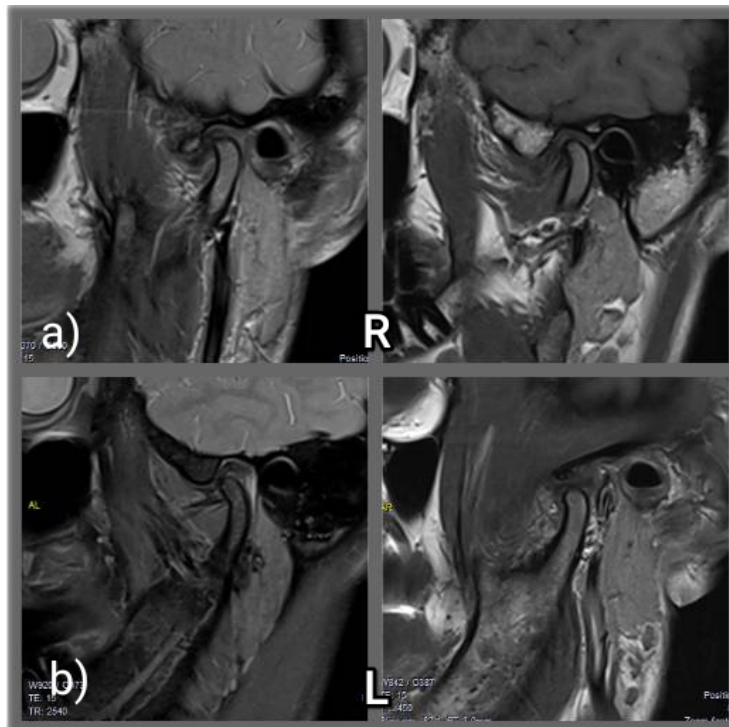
Магнітно-резонансна томографія пацієнта Ш. в бічній проекції 49 р.
